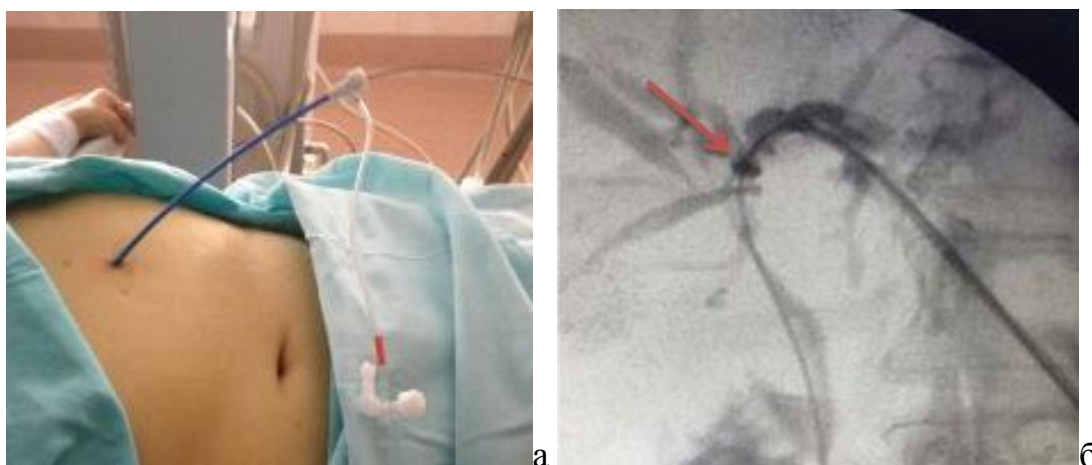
а) интродьюсер установленный в просвет желчных протоков; б) холангиограмма, стрелкой указана рентгеноконтрастная метка на дистальном конце интродьюсера
